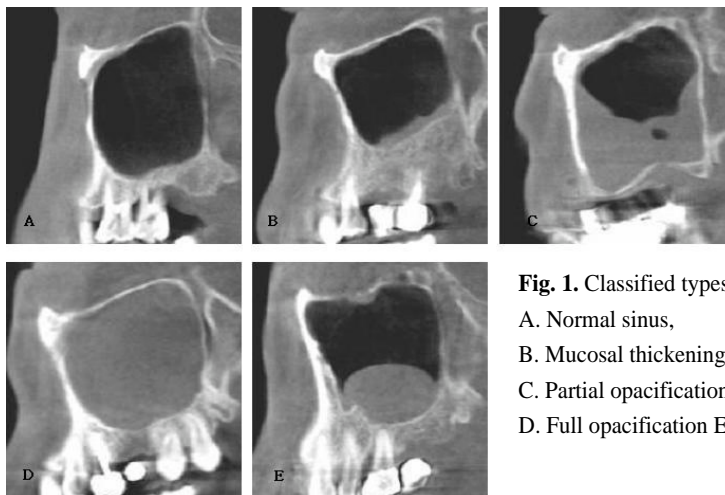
Classified types of sinus abnormalities in the cone beam CT
